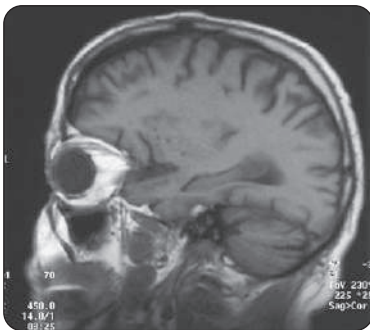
IRM, coupe sagittale, pondérée en T1
